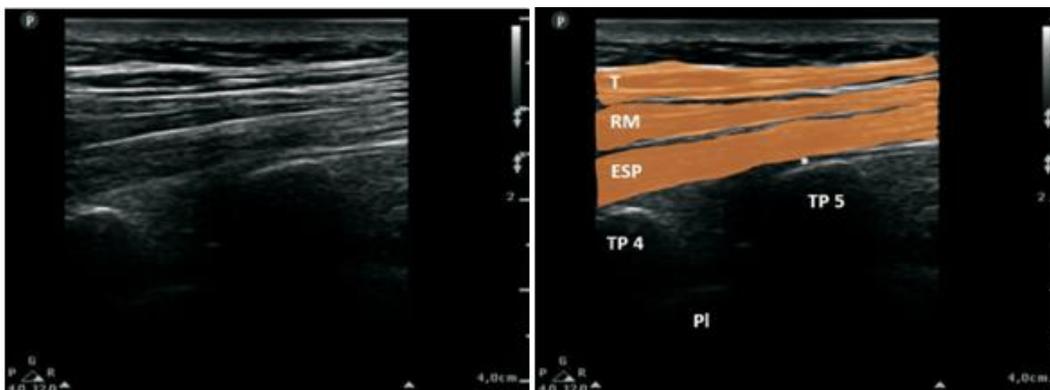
Sonoanatomía del ESPB. Ecografía a nivel T5. T: trapecio; RM: Romboide Mayor; ESP: erector spinae; TP: apófisis transversa; PI: pleura.
